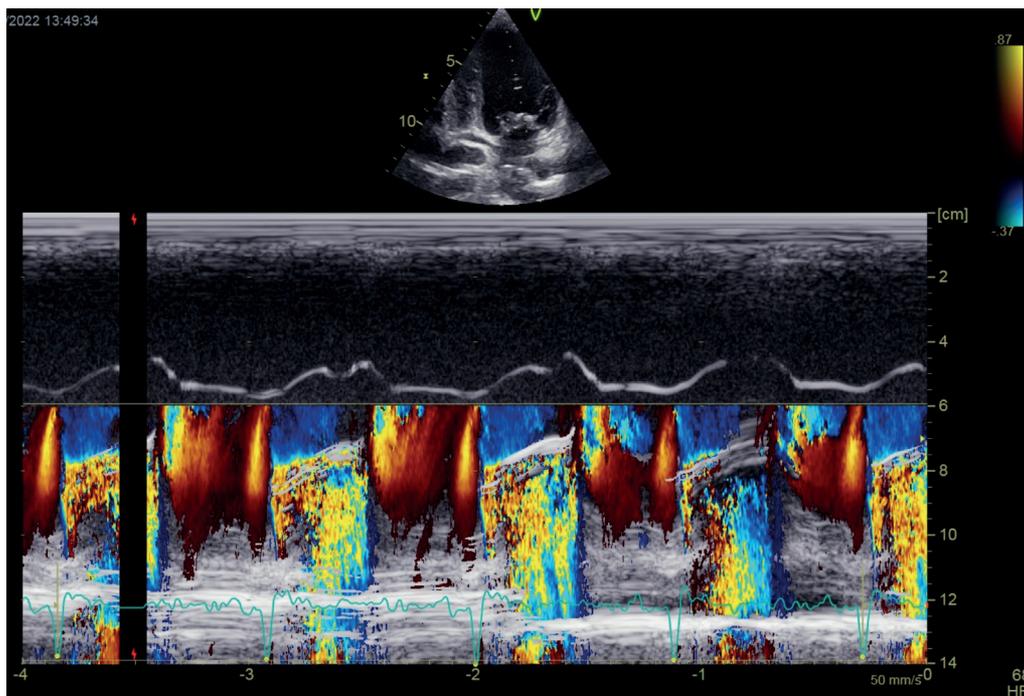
Ecocardiograma transtorácico en Modo M que muestra duración de IM.
